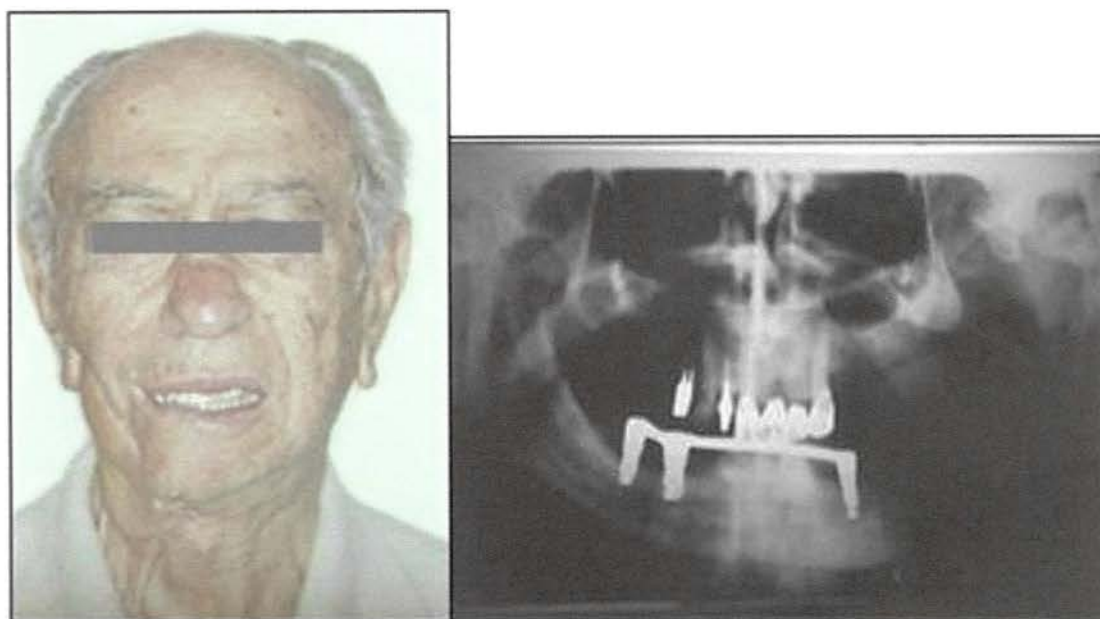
Fig AVat-1 e AVat-2 Paciente de 76 anos de idade, com 3 implantes dentais de 13mm de comprimento. Radiografia panorâmica com barra de retenção para sobredentadura, não foi realizada cirurgia de enxerto para correção do defeito.
